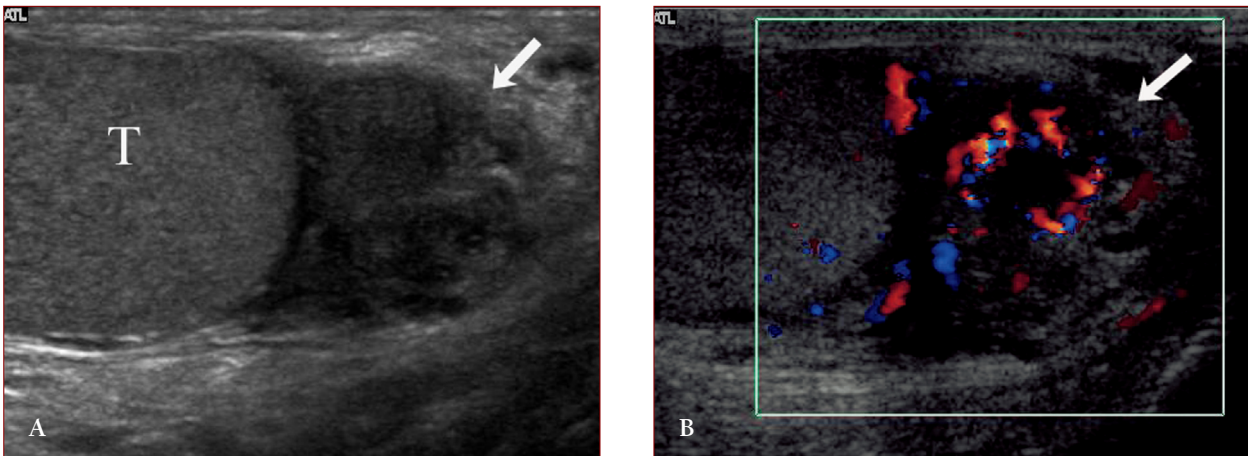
Epididimite acuta. A) lo studio basale evidenzia aumento volumetrico dell'epididimo che appare ipoecogeno (freccia), mentre il testicolo (T) non presenta alterazioni; B) il color-Doppler dimostra un evidente aumento della vascolarizzazione dell'epididimo (freccia).
